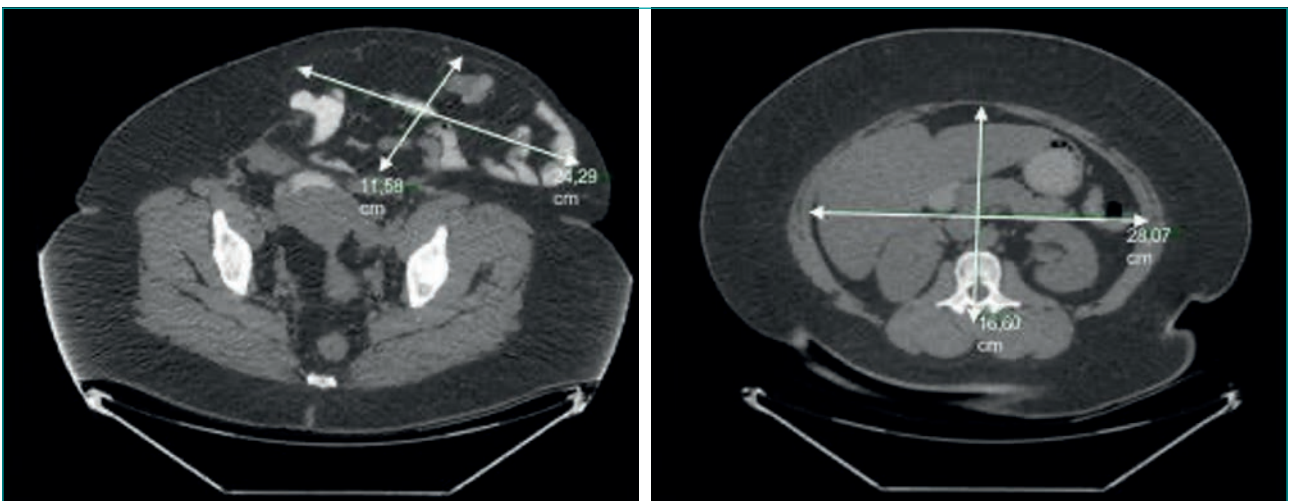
Imágenes de TAC (corte coronal) de volumetría en paciente con eventración compleja (diámetros transversal y anteroposterior).
